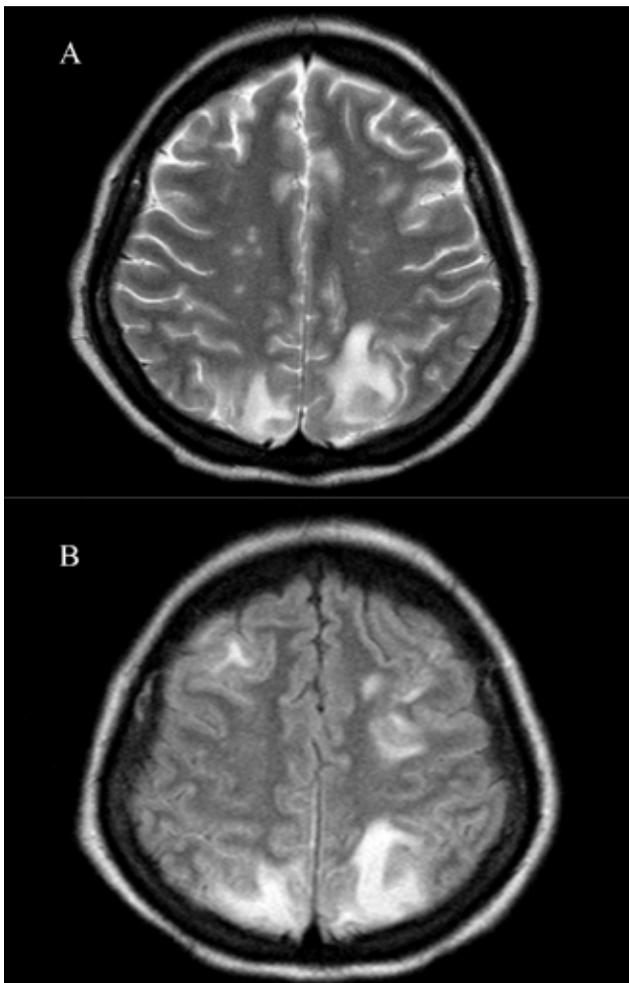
RM encéfalo: imágenes hiperintensas en T2 (A) y FLAIR (B) a nivel cortical fronto-parieto-occipital bilateral sin restricción en difusión ni realce tras administración de contraste que correspondieren a áreas de edema.
